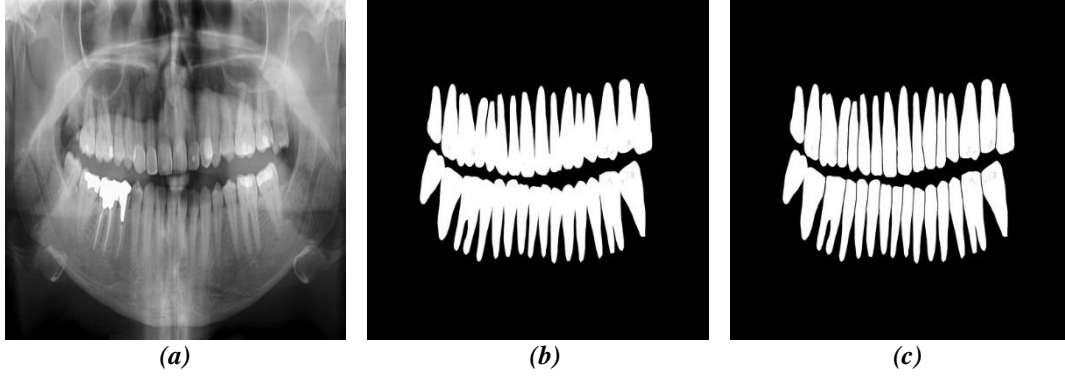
Examples of masks which have been used in this study. (a) The original radiograph. (b) Full mask obtained by manual labeling. (c) Split mask, in which each tooth is separated from the others by a narrow gap.
